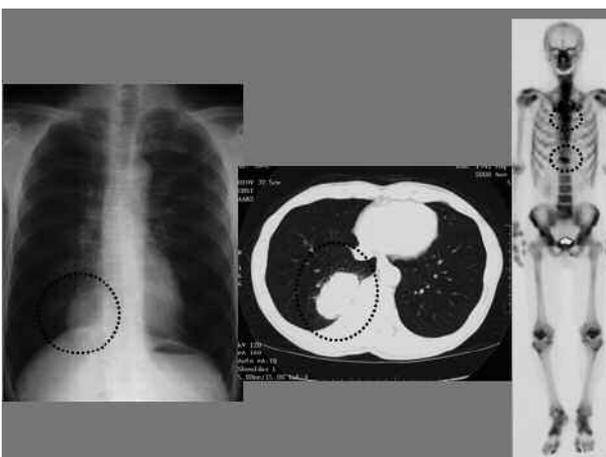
症例2 胸部レントゲン：左 胸部CT：中央 骨シンチ：右
